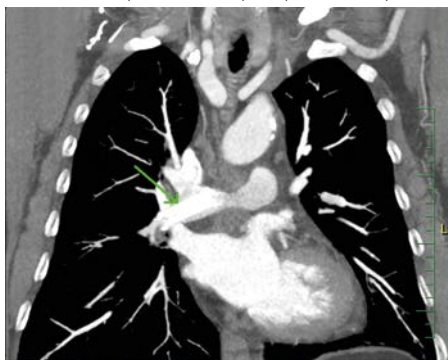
CT obraz – transverzální řez. Implantovaný stent (žlutá šipka) za odstupem pravé větve plicnice
